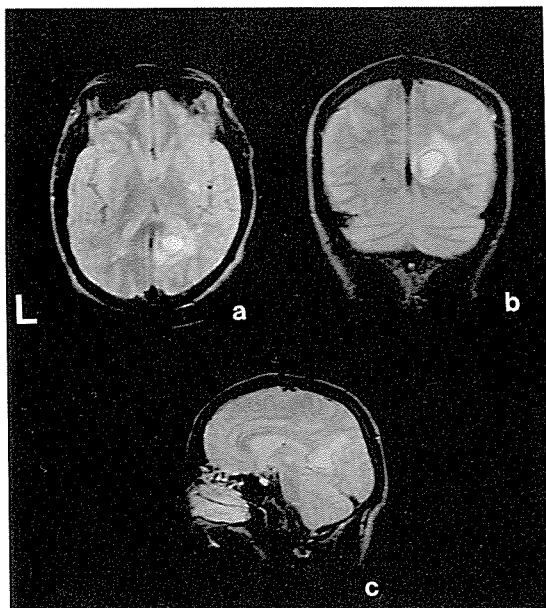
症例7のMRI（T₂強調画像，a：水平断，b：冠状断，c：矢状断）
